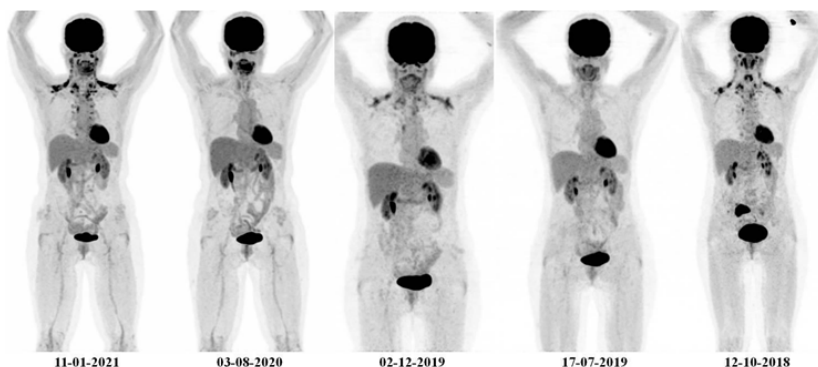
Variabilidade da captação de gordura castanha em diferentes estudos de PET-CT com [<sup>18</sup>F]FDG.
